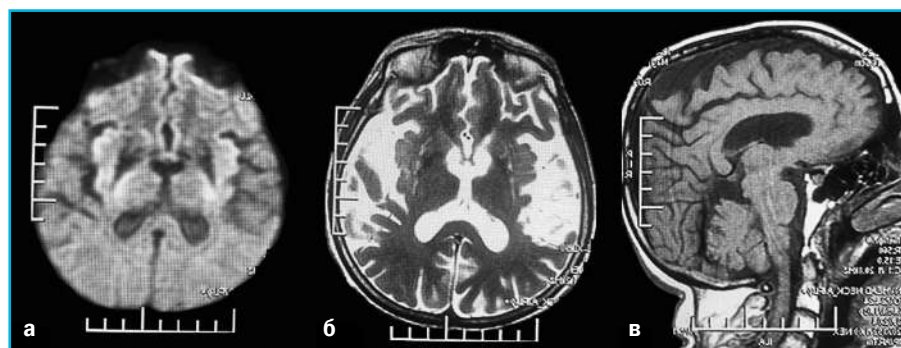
МРТ головного мозга: а) симптом глаза тигра, б) и в) атрофические изменения [предоставлено авторами] / Brain MRI: a) tiger eye symptom, b) and c) atrophic changes [provided by the authors]
